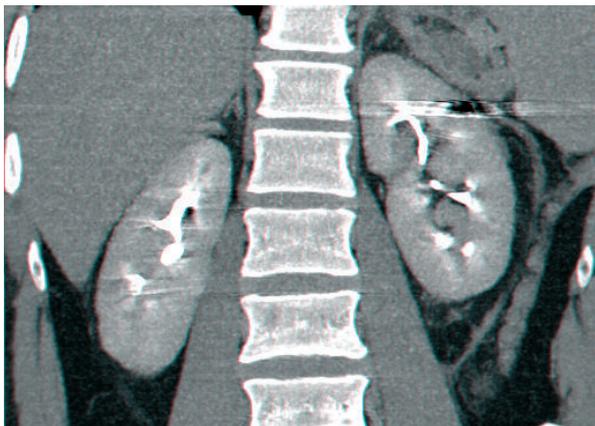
Reconstrução coronal de TC de reavaliação, demonstrando a localização da bala no parênquima renal esquerdo, sem extravasamento de contraste e sem derrame peri-renal.
